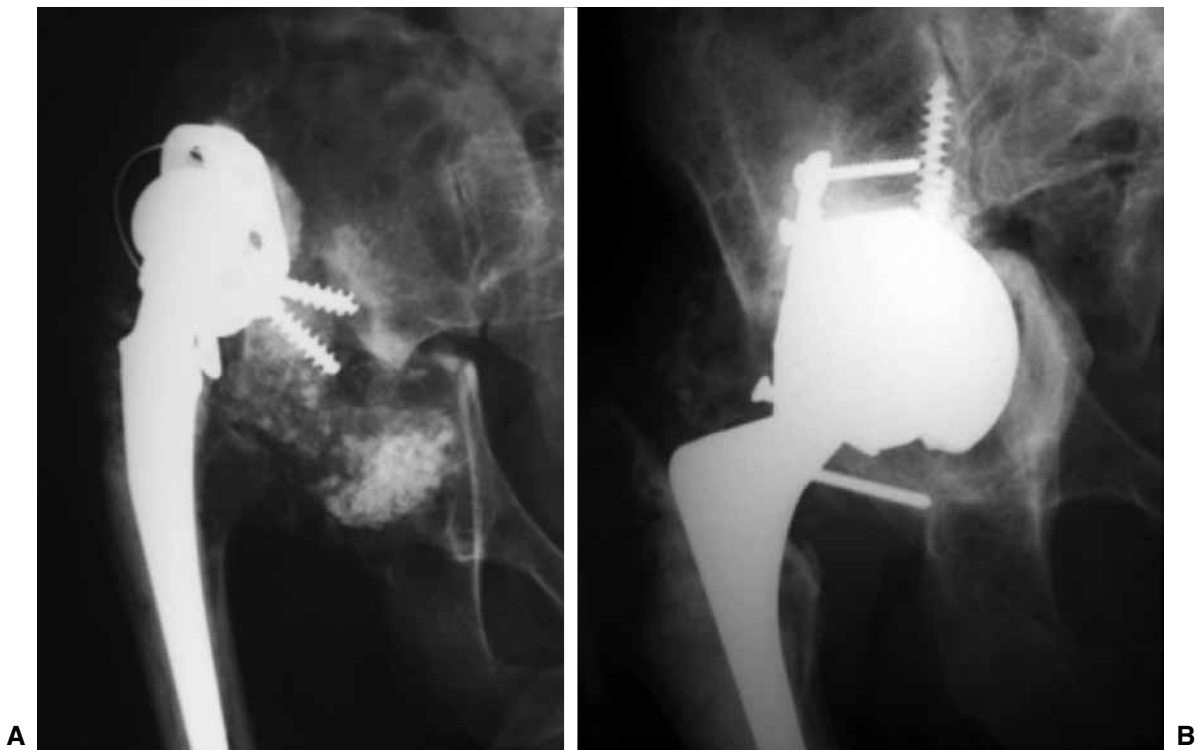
Caso 18. A. Radiografía de cadera derecha de frente de un paciente de 47 años con artritis reumatoide juvenil que presenta aflojamiento aséptico de revisión previa con defecto combinado, disociación pelviana y grave pérdida del capital óseo acetabular. B. Radiografía de frente a los 40 meses posoperatorios, en la que se observa incorporación de las trabéculas óseas y copa de metal trabecular fija.
